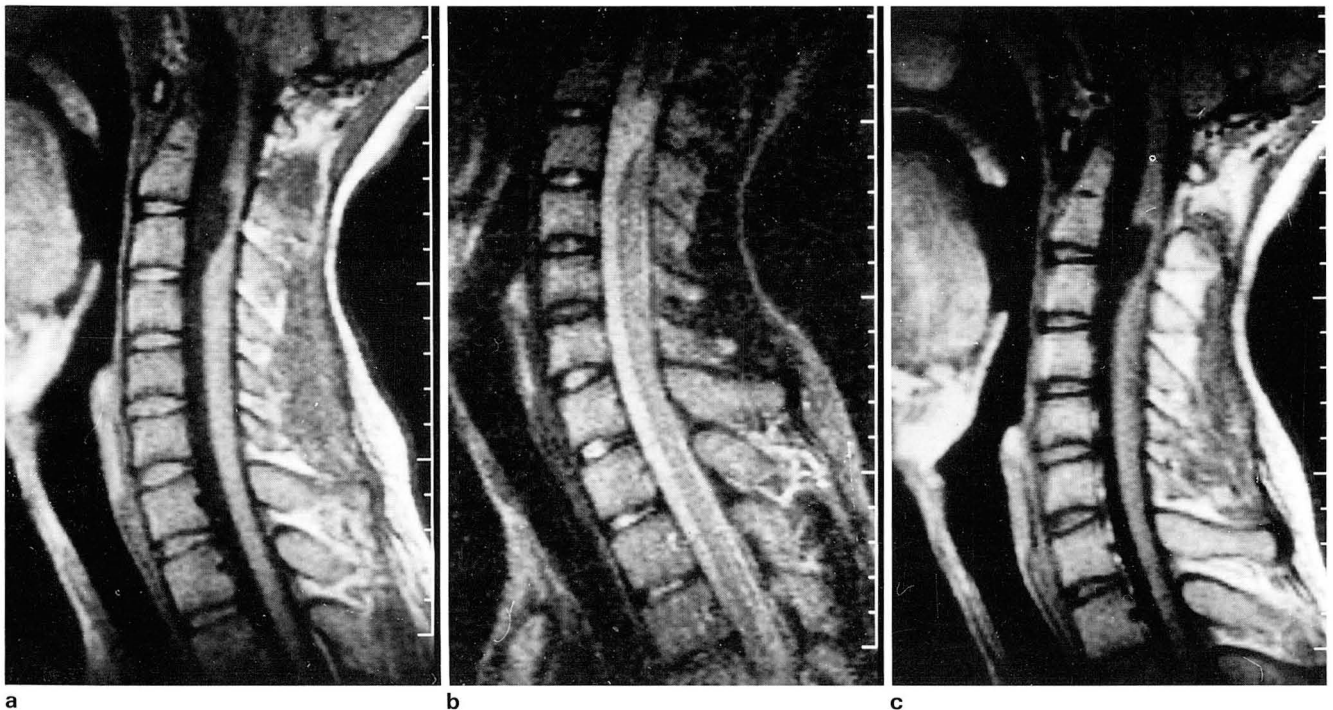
Sagittal images of MRI shows a mass at the C2 and C3 level. In T1WI(TR/TE 600/25)(a), the signal of this mass is slight hyperintense relative to CSF. In T2WI(TR/TE 2300/90)(b), the signal is slight low signal relative to CSF. After Gd-DTPA injection (c), there is no evidence of signal enhancement.
